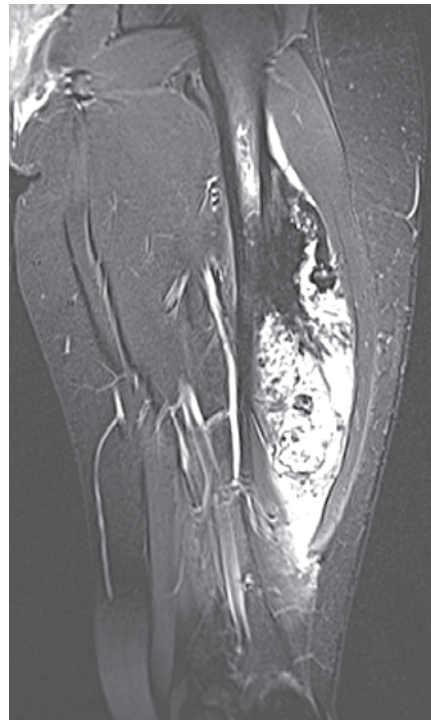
MRT Oberschenkel in Koronalebene mit Osteosarkom diaphysär
